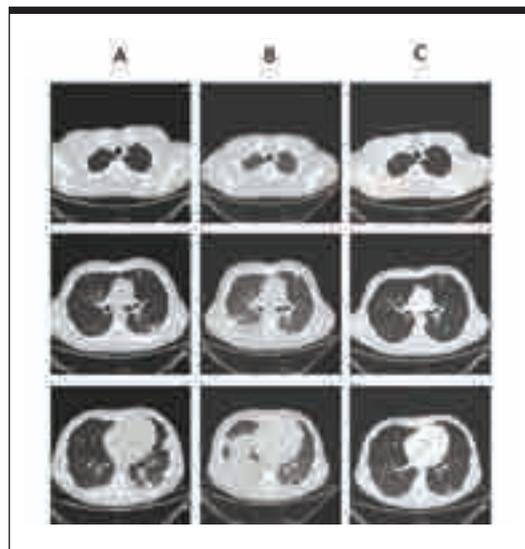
Confronto tra le immagini TC eseguite all'ingresso (A), al giorno +20 (B) e al giorno +42 (C)
